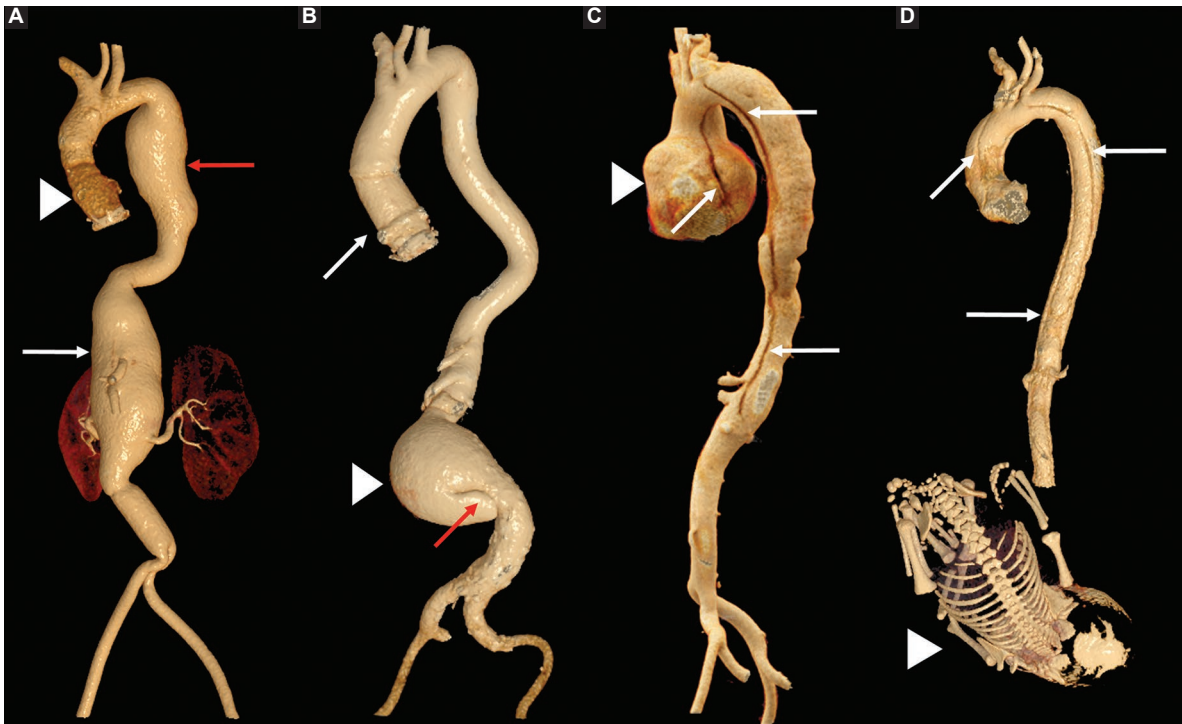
A: angiografía por tomografía computarizada de aorta toracoabdominal con reconstrucción 3D con VRT (Cinematic volumen Rendering Technique) en el eje sagital oblicuo que muestra cambios por antecedente de cirugía de Bentall y de Bono (punta de flecha), y aneurisma fusiforme de la aorta descendente torácica (flecha roja) y de la aorta abdominal (flecha blanca). B: angiografía por tomografía computarizada de aorta toracoabdominal con reconstrucción 3D con VRT en el eje sagital oblicuo que muestra cambios por antecedente de cirugía de Bentall y de Bono (flecha blanca), y aneurisma fusiforme de la aorta abdominal infrarrenal (punta de flecha) asociado a colgajo focal de disección aórtica (flecha roja). C: angiografía por tomografía computarizada de aorta toracoabdominal con reconstrucción 3D con VRT en el eje sagital oblicuo que muestra un aneurisma sacular de la raíz aórtica (punta de flecha) asociado a colgajo de disección aórtica que se extiende desde la raíz aórtica hasta la aorta abdominal (flechas blancas). D: angiografía por tomografía computarizada de aorta toracoabdominal con reconstrucción 3D con VRT en el eje sagital oblicuo que muestra un colgajo de disección desde la aorta ascendente con extensión a la aorta abdominal (flechas blancas), y útero gestante con producto de 34 semanas de gestación (punta de flecha).
